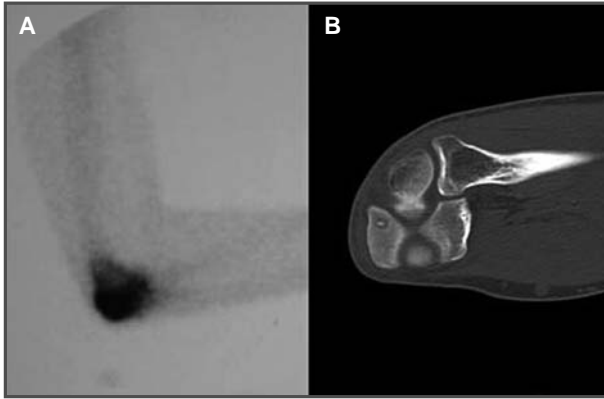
Pruebas complementarias de diagnóstico del osteoma osteoide. 1A. Gammagrafía ósea. 1B. TC.
